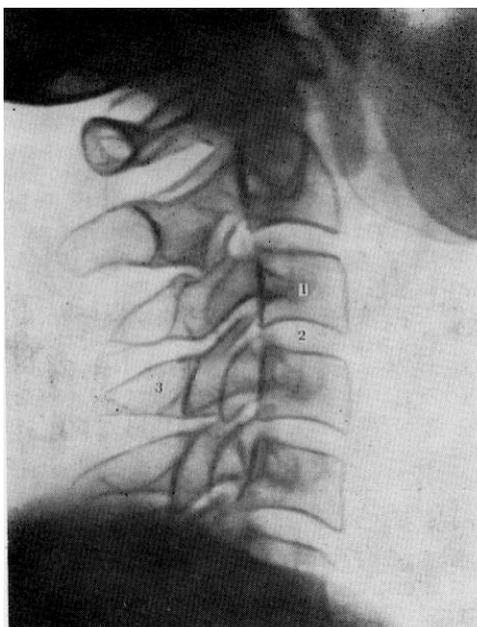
Рентгенограма шийного відділу хребетного стовпа (профільний знімок):
